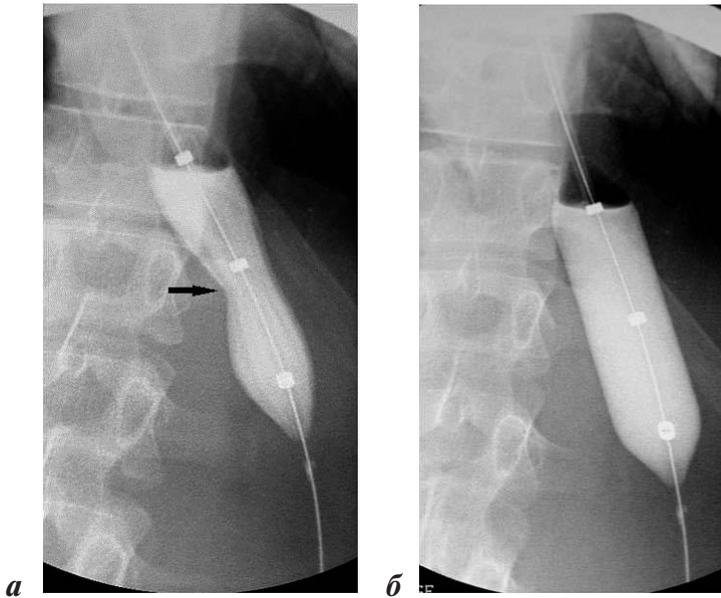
Рентгенограммы: баллонная кардиодилатация: *а* — стрелкой указана «талия» баллона в области кардиоэзофагеальной зоны повышенного давления; *б* — полное расправление баллона контрастным веществом до диаметра 3 см
